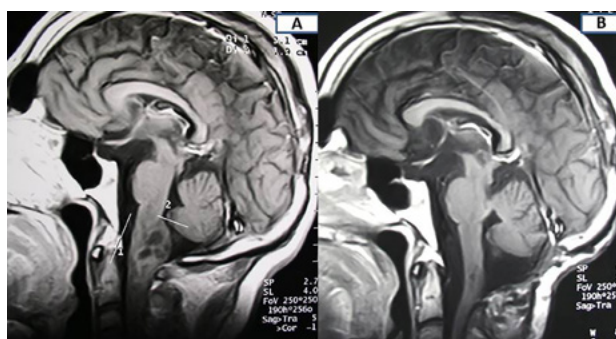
Caso ilustrativo. Disgerminoma bulbar. A) RM preoperatoria T1 con Gadolinio, corte sagital. B) RM post biopsia y tratamiento oncológico específico, T1 con Gadolinio, corte sagital.
